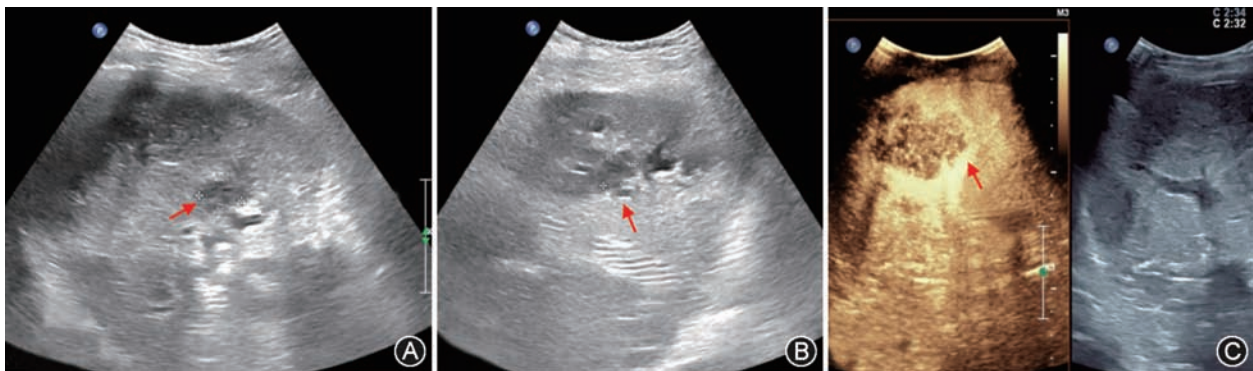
肝移植术后移植肝内缺血性胆道病变超声图像 患者男,48 岁,原位肝移植术后 8 个月,既往有肝动脉急性血栓溶栓及肝中静脉支架置入病史;A:右肝内胆管扩张,宽窄不一,局部胆汁瘤形成(箭头);B:左肝内胆管扩张,宽窄不一,局部胆汁瘤形成(箭头);C:超声造影检查肝右叶实质见局部梗死灶(箭头)
